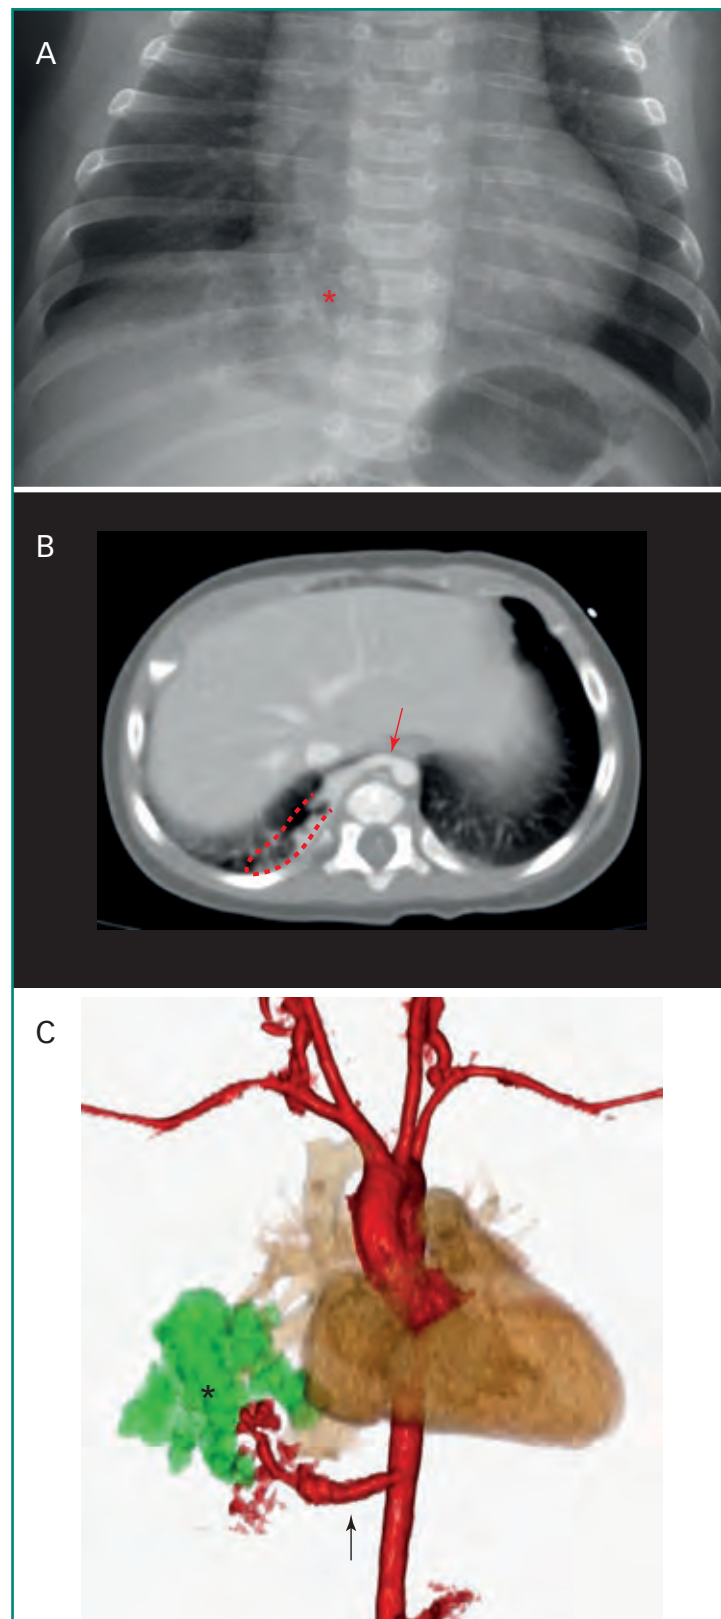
Secuestro pulmonar. Varón de cinco años de edad con neumonías de repetición. A: radiografía AP de tórax que muestra una opacidad irregular en el seno cardiofrénico derecho, persistente en varias radiografías previas. Ante estos hallazgos, se recomendó una angio-TC para descartar un posible secuestro pulmonar; B: angio-TC torácica del mismo paciente, corte axial a la altura del diafragma que muestra una rama arterial supernumeraria (*flecha*), la cual irriga a una porción de parénquima pulmonar anómalo con ocupación alveolar (*línea roja discontinua*); C: reconstrucción 3D de este mismo caso ilustrando el secuestro pulmonar (*asterisco*), con aporte vascular arterial sistémico independiente (*flecha*).
